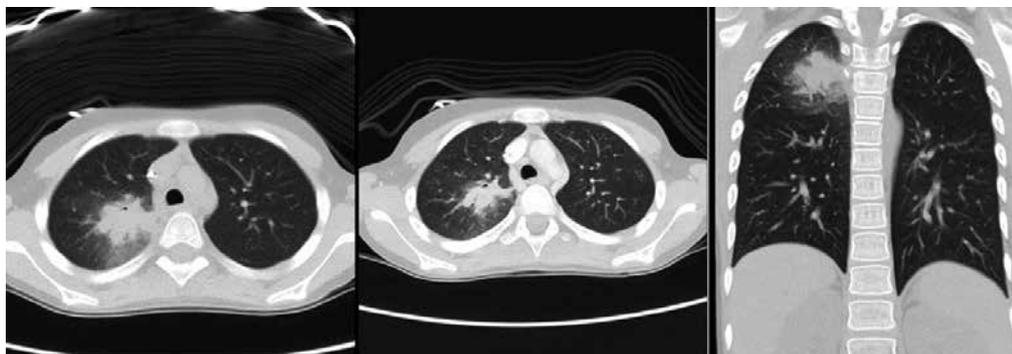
TC tórax: Se visualizan dos cortes transversales y uno coronal en los que se aprecia consolidación en LSD, que asocia opacidades en vidrio deslustrado (signo del halo), sin signos de cavitación. Compatible con infección fúngica.
